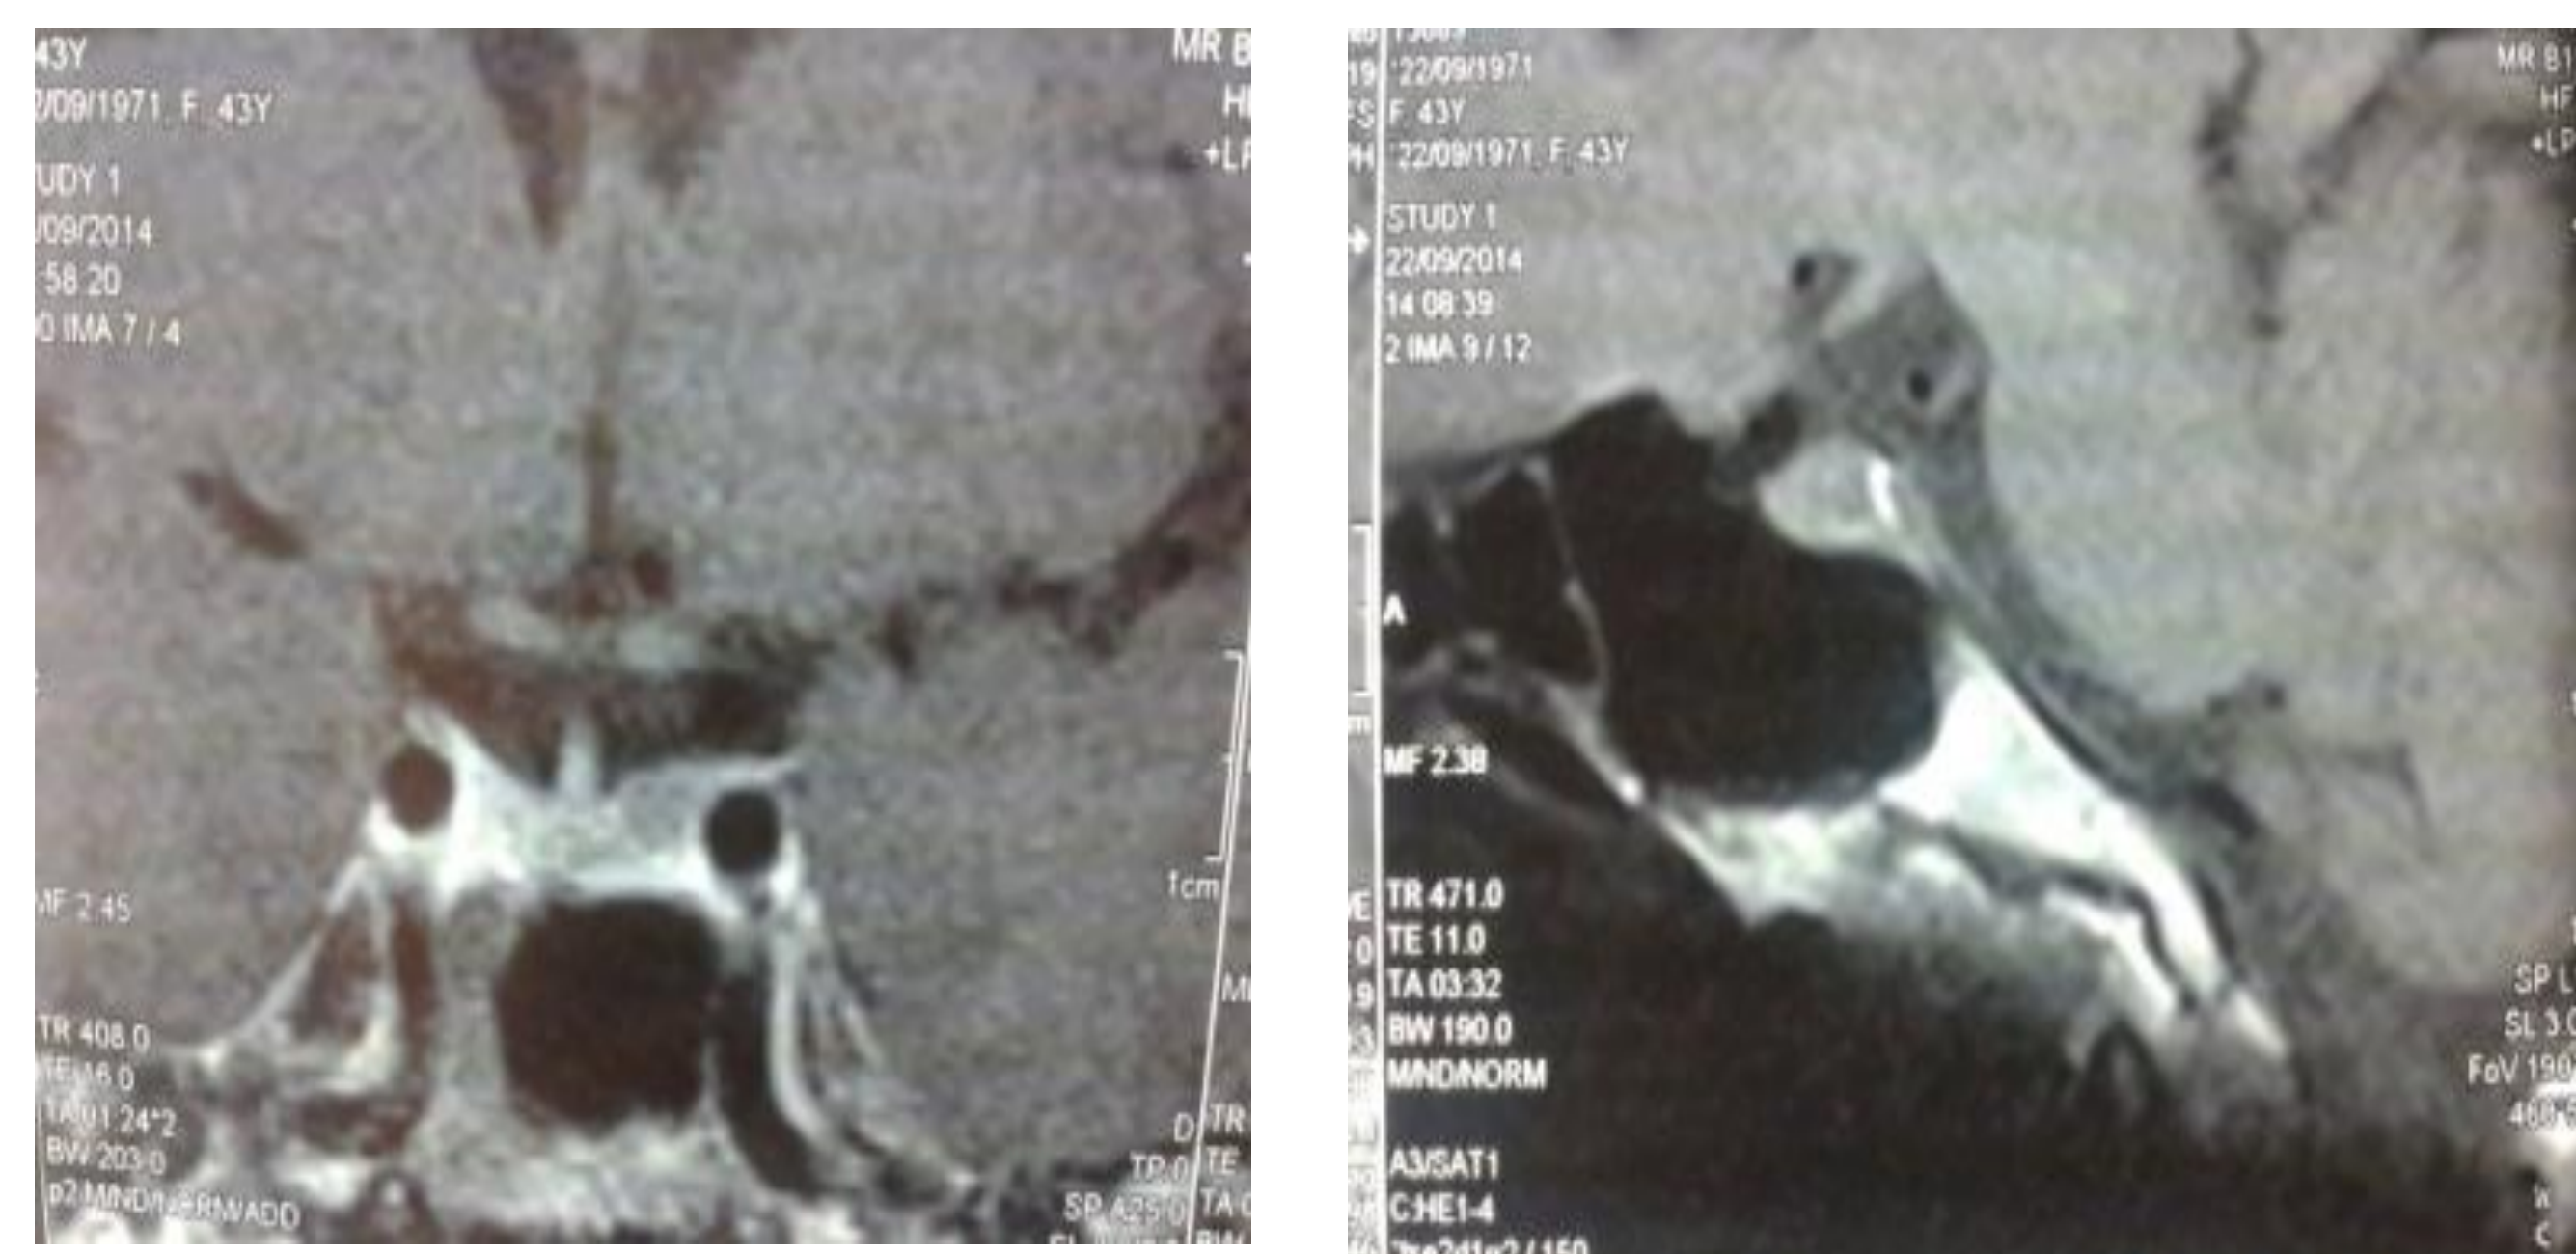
IRM encéphalique montrant l'adénome hypophysaire
